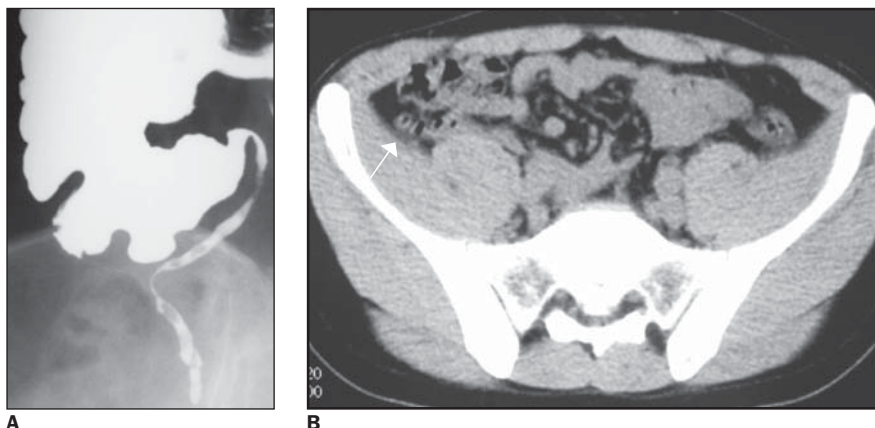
Apêndice normal. Enema opaco (A) e tomografia computadorizada (B – seta).
